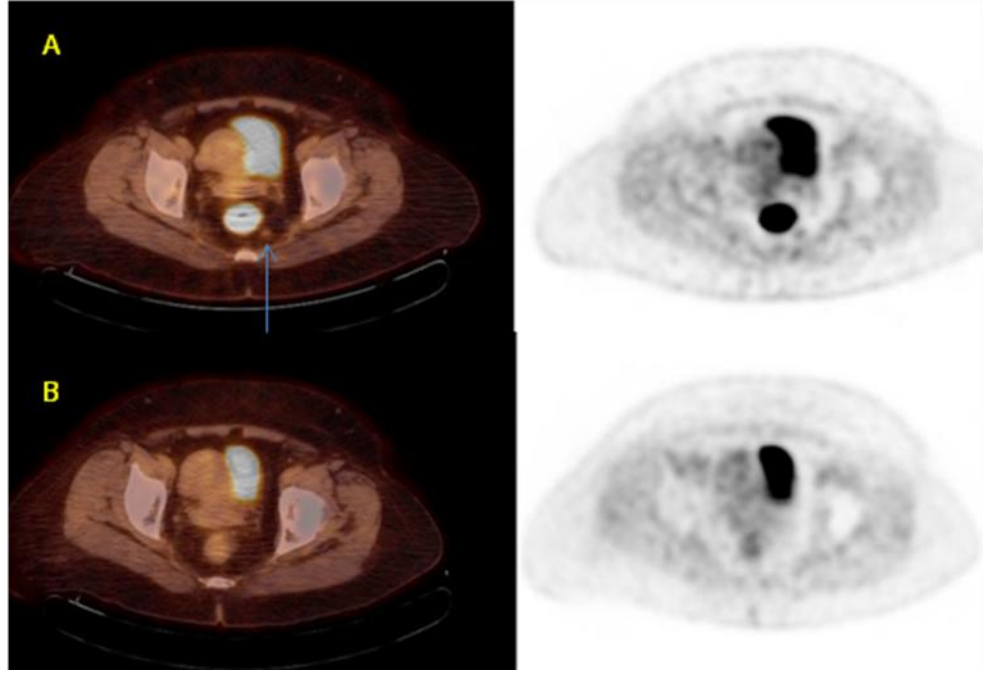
Neoadjuvan KRT öncesi çekilen pelvik MR ile patolojik değerlendirme karşılaştırıldığında T evre gerilemesi olan hastaya ait F-18 FDG PET görüntüleri. TÖ görüntüde (A) tümörde belirgin artmış F-18 FDG tutulumu izleniyor (SUVmaks:29.7) TS görüntülerde (B) tümörde F-18 FDG tutulumu belirgin azalıyor (SUVmaks: 4.3).
